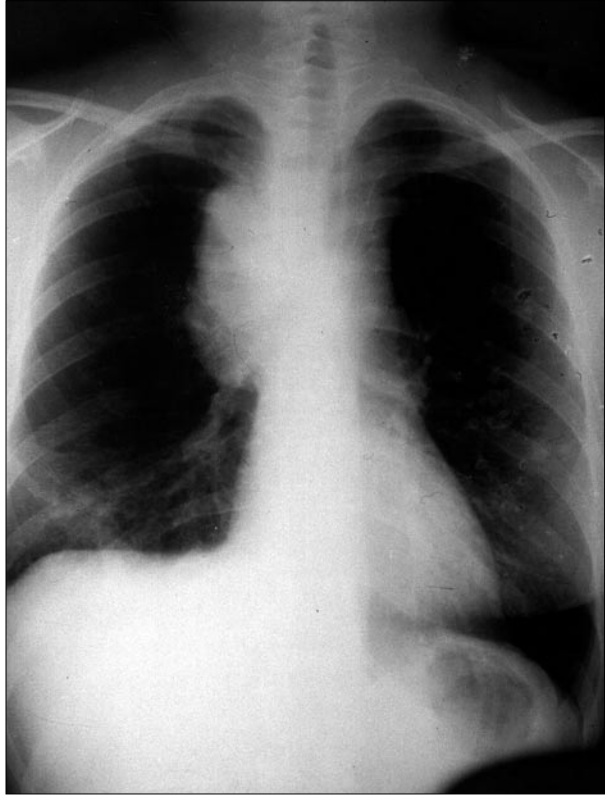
Radiografía de tórax con ensanchamiento de mediastino superior.
